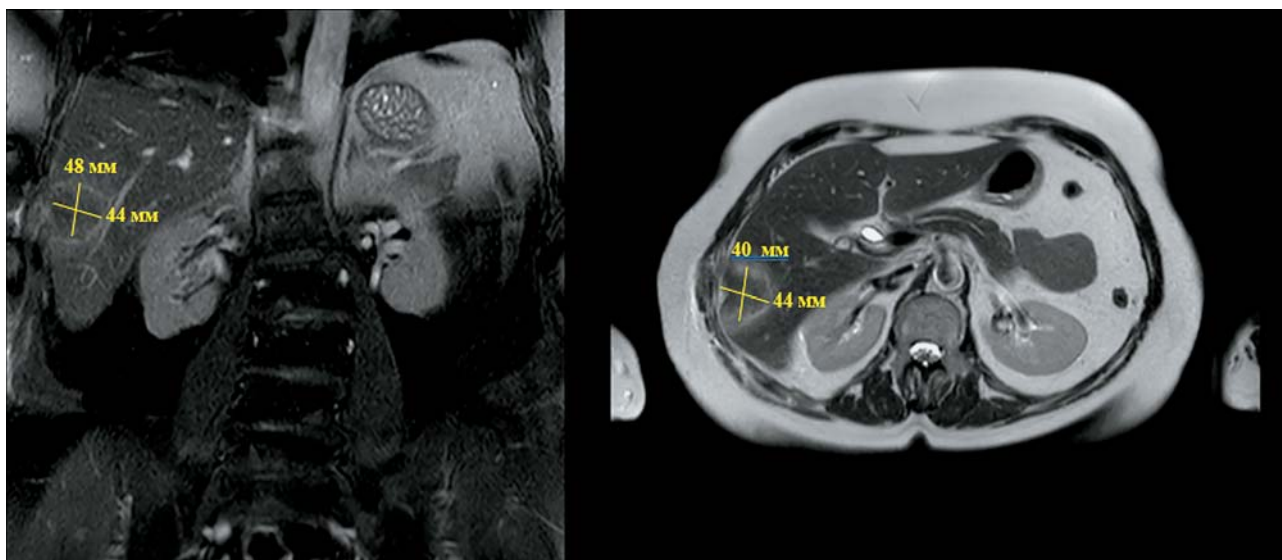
Магнитно-резонансная томограмма. Новообразование печени. Первые сутки после РЧА, полный некроз опухолевой ткани.
